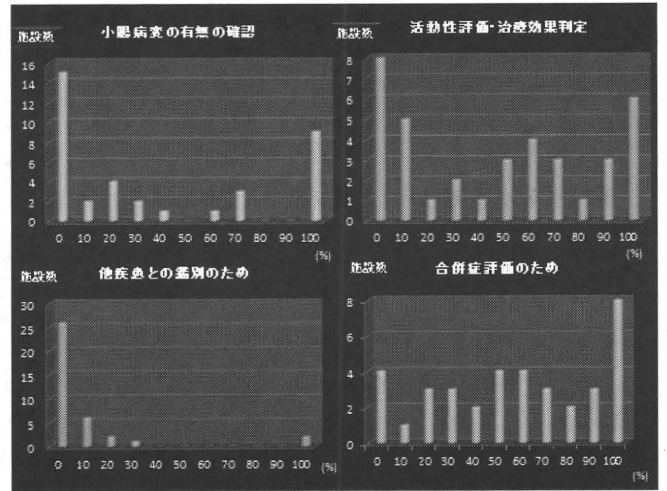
CT 検査の施行理由 (37 施設の回答より。横軸は各施設のクローン病に対する CT 検査の総数に対する%表示。)
